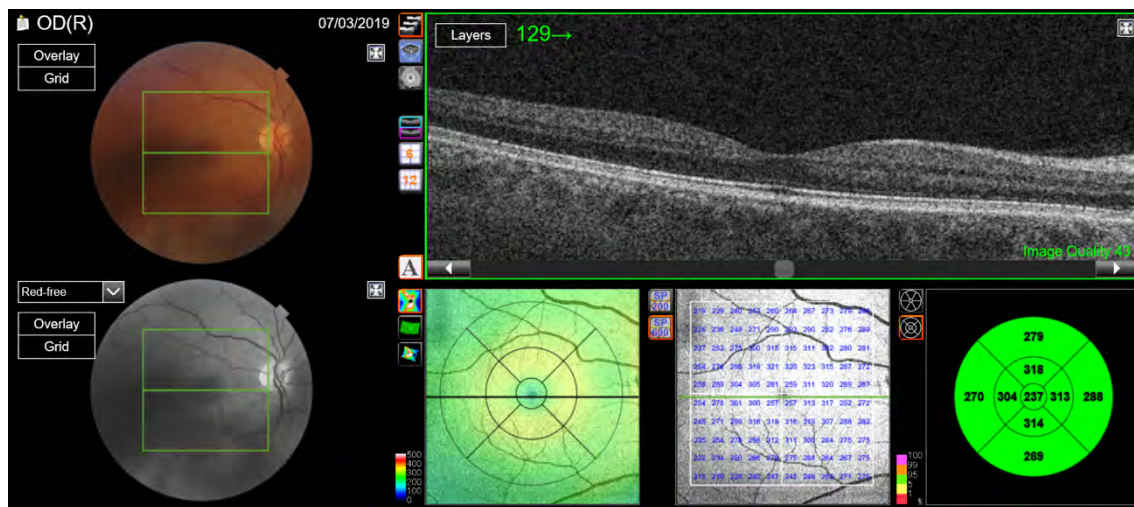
IMAGEN OBTENIDA CON EL DRI-TRITON SS-OCT; SE MUESTRA A LA IZQUIERDA LA RETINOGRAFÍA Y LA IMAGEN INFRARROJA. EN LA DERECHA EL PERFIL MACULAR DE LA OCT Y BAJO ÉL, LA REJILLA DEL ETDRS, LOS ESPESORES EN LAS 100 CELDILLAS ESTUDIADAS EN EL PROTOCOLO 3D MÁCULA (H) Y LOS ESPESORES EN LA REJILLA DEL ETDRS CON CÓDIGO DE COLOR SEGÚN LAS DIFERENCIAS RESPECTO AL GRUPO DE EDAD ESTUDIADO.
